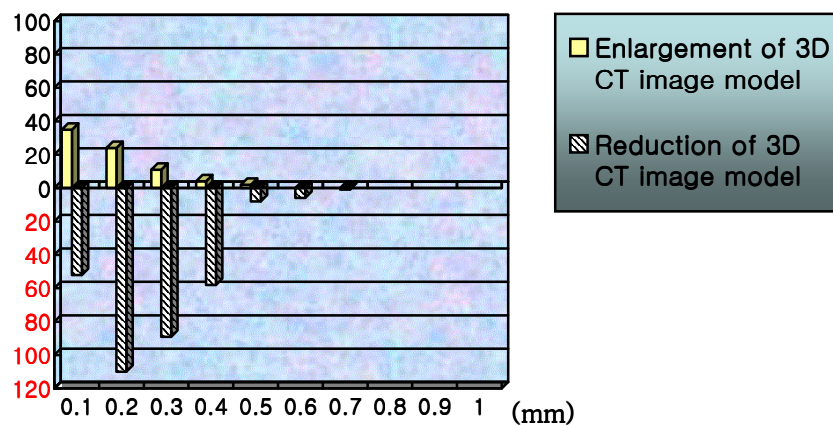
Error distribution between real tooth and 3D CT image model
